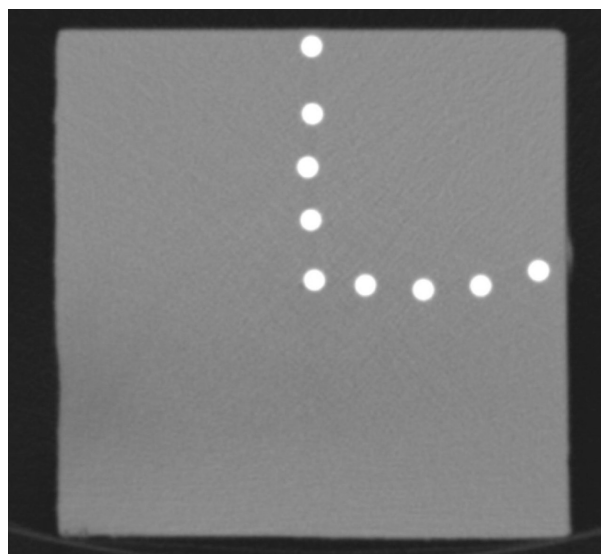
Пример томограммы полиэтиленового фантома с микропробирками, содержащими водный раствор йода с концентрацией 35 мг/мл. Сканирование произведено при напряжении 80 кВ
